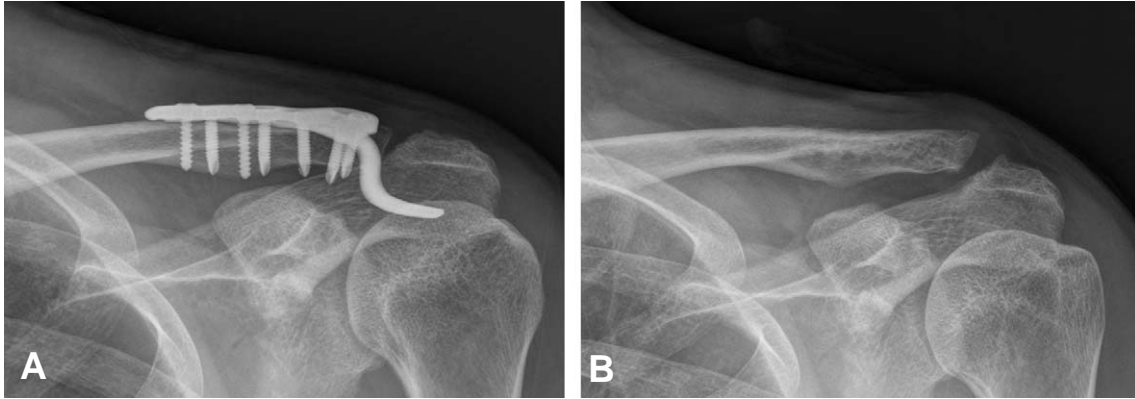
A 46 year old male had left acromioclavicular joint dislocation treated with clavicle hook plate 86 days after injury. (A) Accurate reduction was done and it shows correct position of the plate. (B) X-ray was taken at the last follow up.
